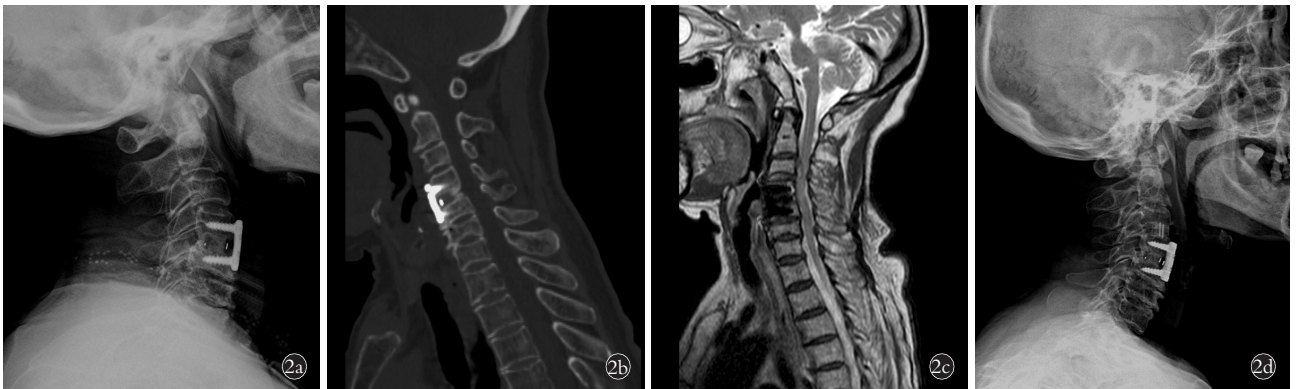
患者,男,78岁,C_{3,4}颈前路椎间盘切除植骨融合术邻椎病翻修患者行前路翻修手术 2a.术前颈椎侧位 X 线片示颈前路 C_{4,5} 单节段 ACDF 术 2b.翻修术前颈椎矢状面 CT 示椎管后方无骨质增生 2c.翻修术前颈椎 MRI 示 C_{3,4} ASD 2d.翻修术后颈椎侧位 X 线片示融合器位置良好 2e.末次随访颈椎 CT 三维重建示椎间融合器骨性融合,无沉降
